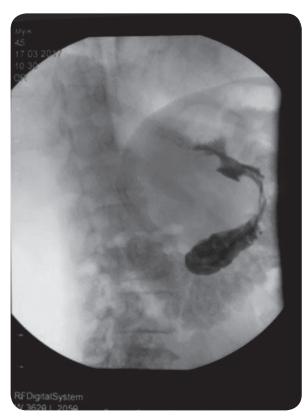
Рентгенограмма контрастированного желудка
